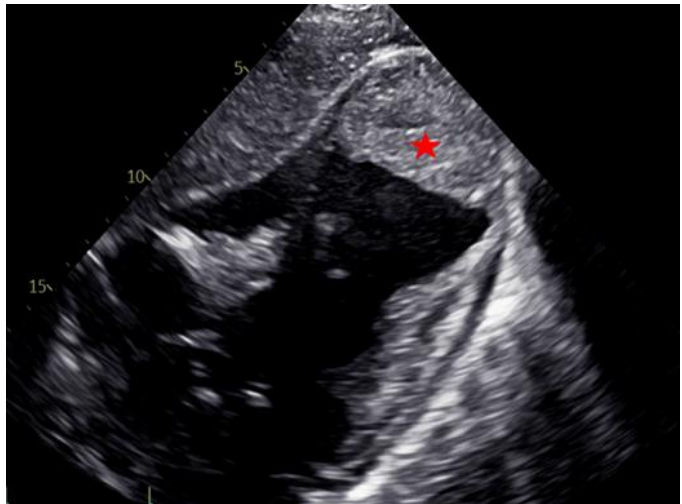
Ecocardiograma con proyección modificada de eje largo del ventrículo izquierdo en ventana subcostal, se observa ápex del VI aneurismático con un trombo de 42 X 54 mm en su interior (estrella roja), clasificándose como un trobo de gran tamaño
